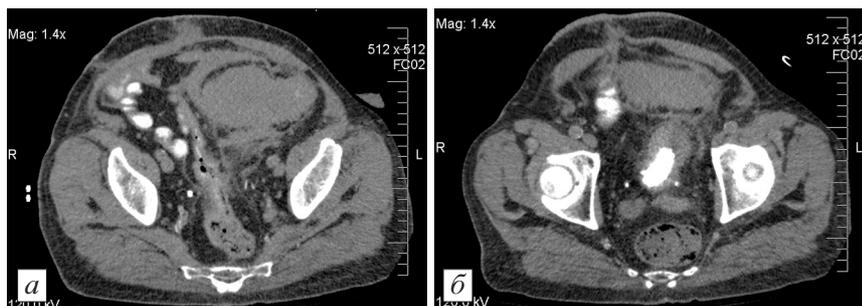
МСКТ органов брюшной полости и малого таза от 25.04.2013 г.
